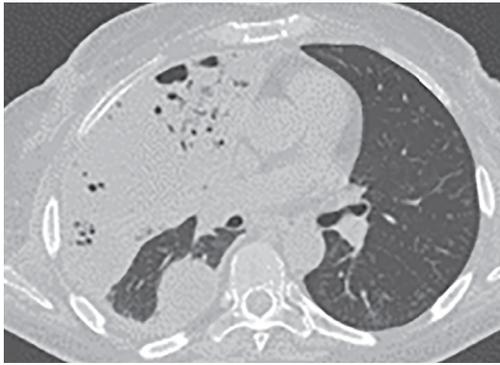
МСКТ органов грудной клетки, больной С. 52 лет с COVID-19, КТ-2, стадия консолидации, эмпиема плевры справа
